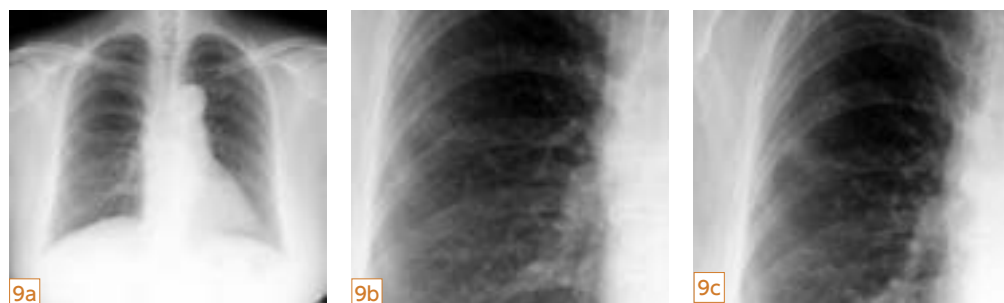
9日前の単純X線写真と比較すると当日の方が濃く描出されコントラストがついており、発見はより容易になっています。
